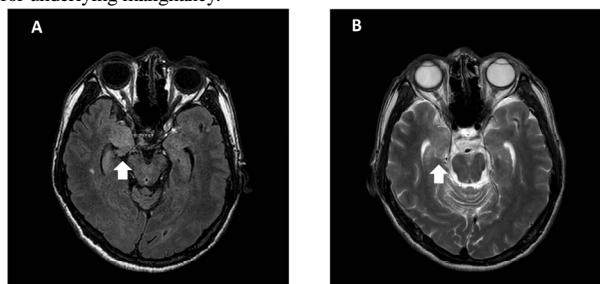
Brain magnetic resonance imaging demonstrated high signal intensity at right medial temporal lobe on the flair(A) and T2-weighted image(B)
